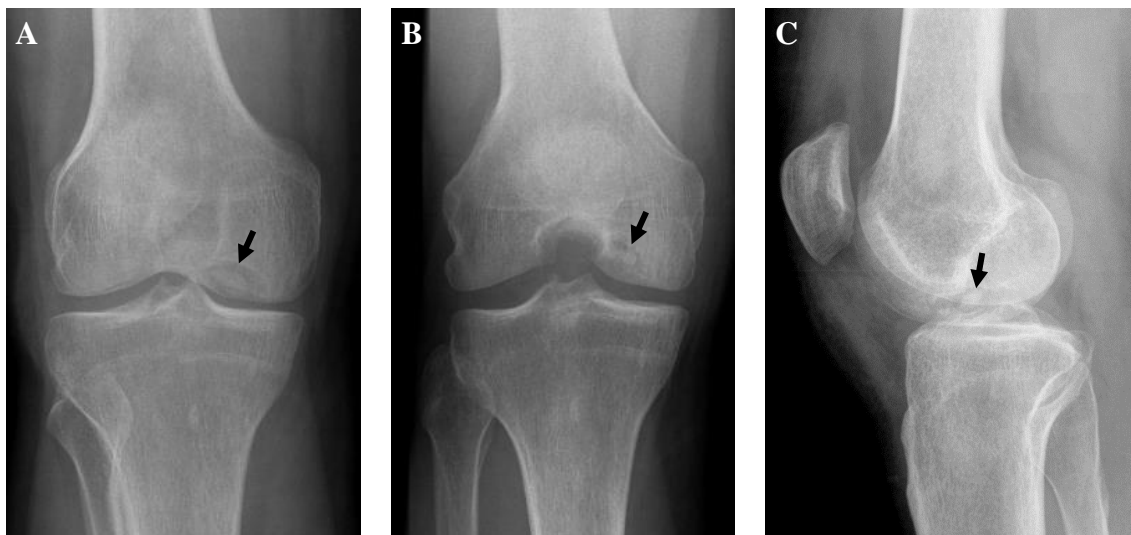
Radiografia simples em carga do joelho direito com lesão de OCD no côndilo femoral interno.* A – incidência ântero-posterior. B – incidência *notch*. C – incidência lateral. A lesão (seta) é identificada como uma área hipertransparente bem circunscrita no osso subcondral demarcada do côndilo femoral circundante por uma linha radiotransparente em forma de crescente. O osso subcondral afectado pode apresentar um ligeiro aumento da densidade indicativo de esclerose. A esclerose subcondral indica cronicidade da doença e é considerada por alguns autores como um sinal de ausência de consolidação [174]. (imagens provenientes do Serviço de Ortopedia do CHLN, NSC 496509)
